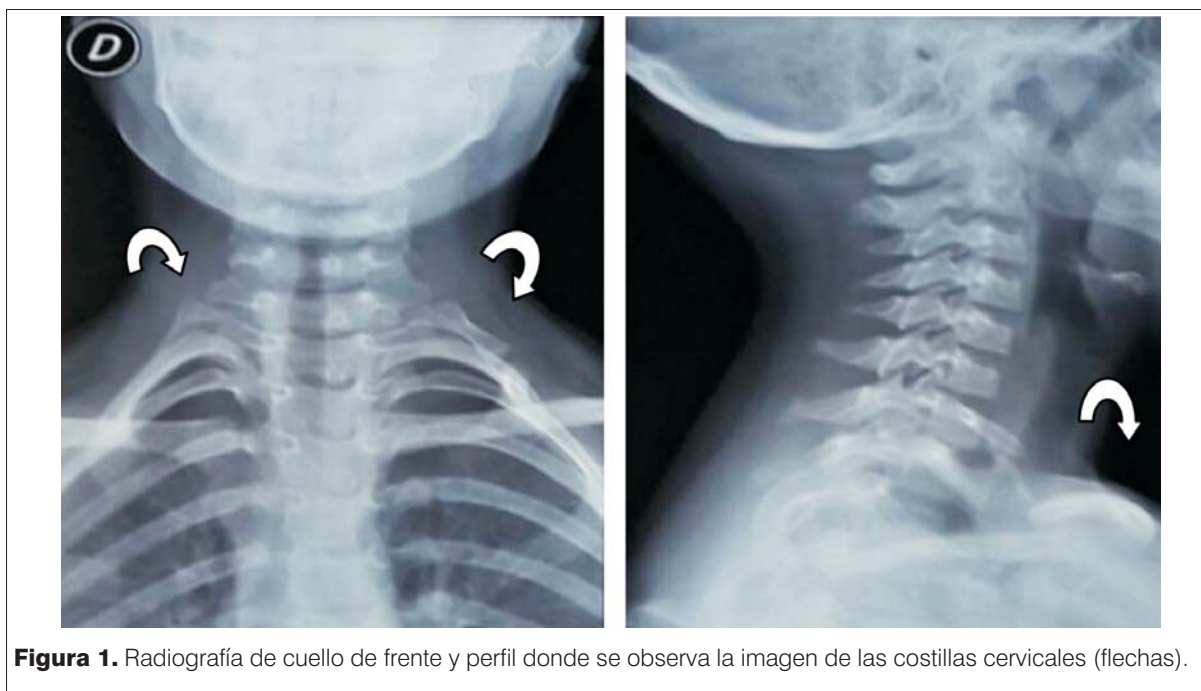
Radiografía de cuello de frente y perfil donde se observa la imagen de las costillas cervicales (flechas).
